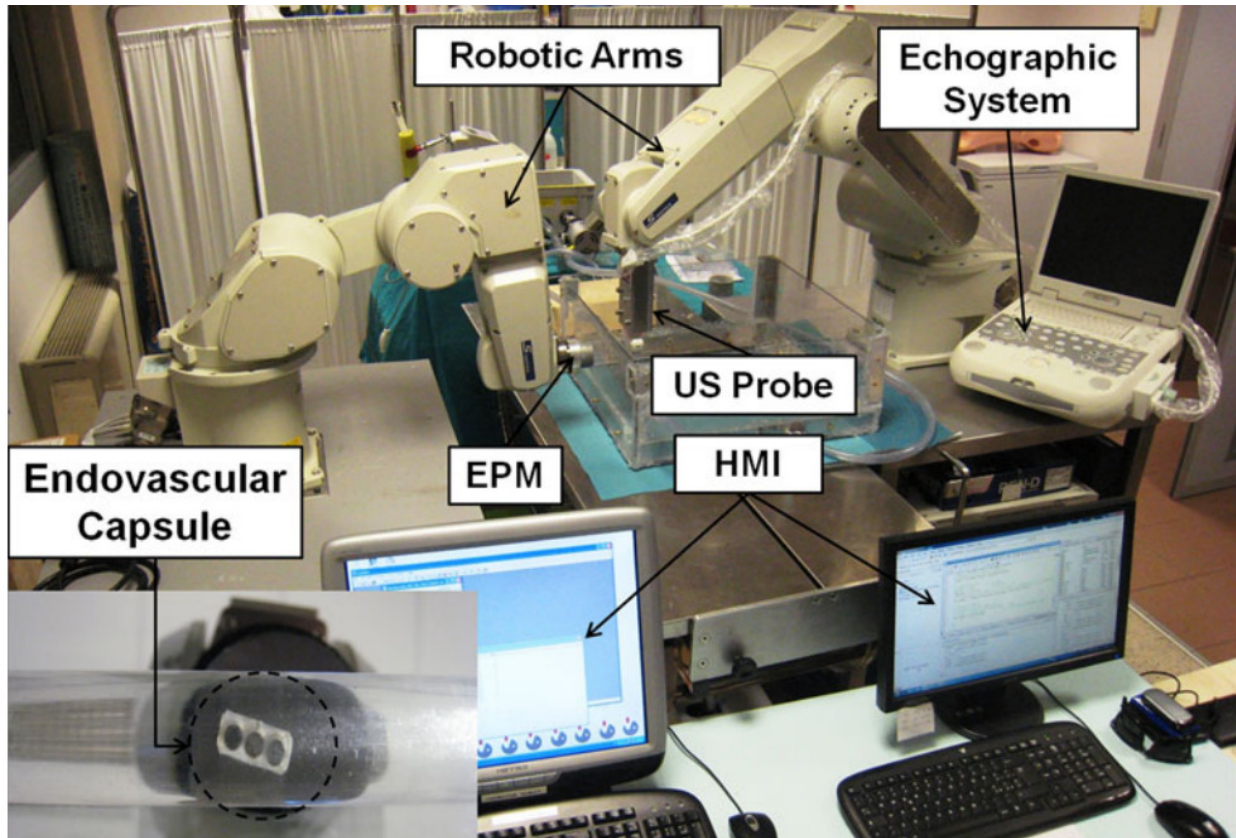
Le système de Tognarelli est composé de deux bras robotisés, dont un contrôle un aimant permanent externe et l'autre contrôle une sonde d'échographie. Le robot est déplacé par le chirurgien par l'intermédiaire d'une interface haptique. (Encadré en bas à gauche) Photographie de la capsule. Extrait de [85].
